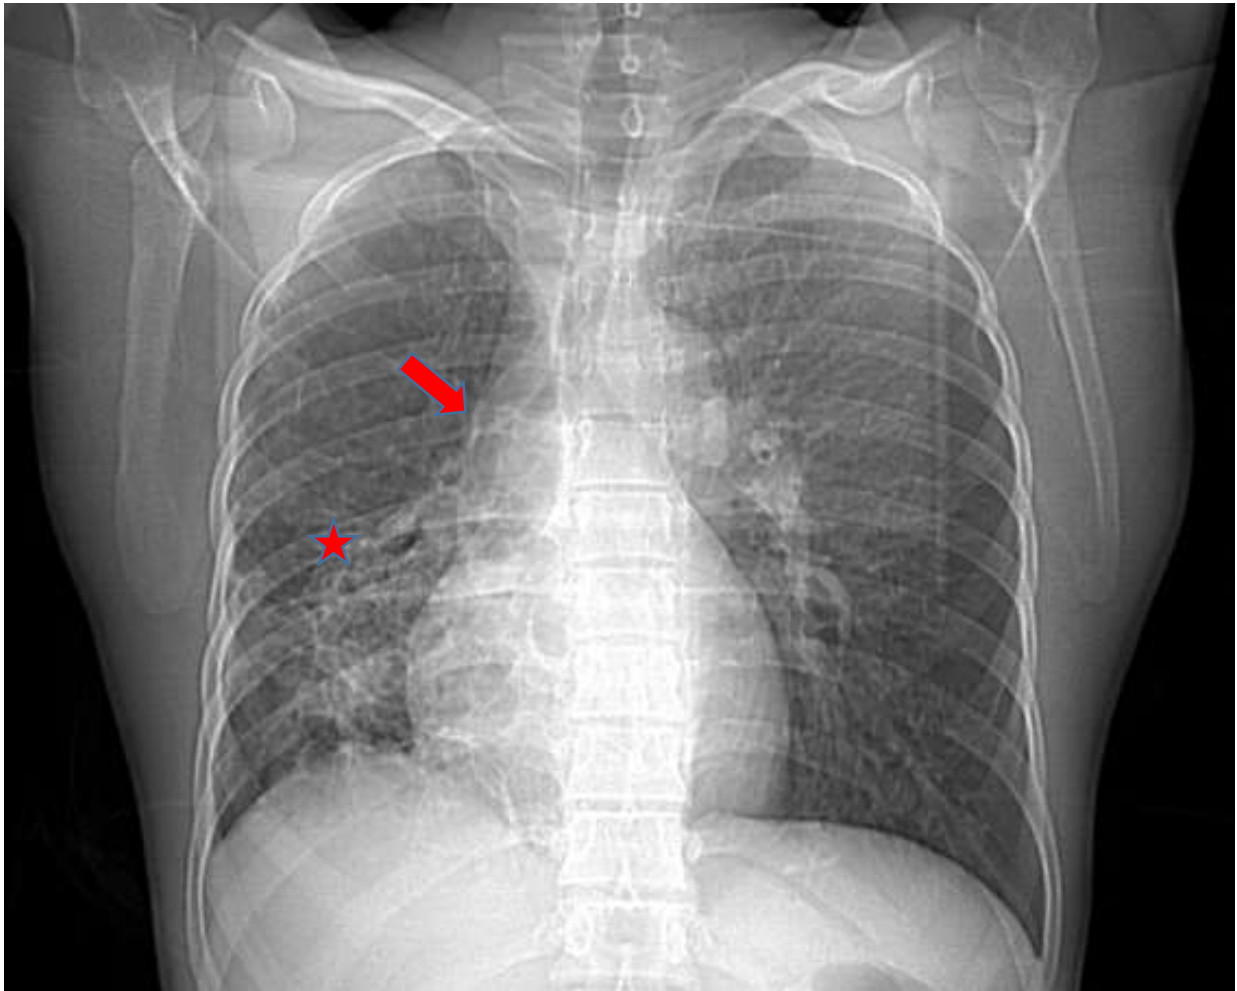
Radiographie thoracique de face : Opacité parenchymateuse pulmonaire lobaire inférieure droite avec attraction de la trachée et la bronche souche homolatérale et surélévation de la coupole diaphragmatique, en rapport avec une atélectasie pulmonaire
